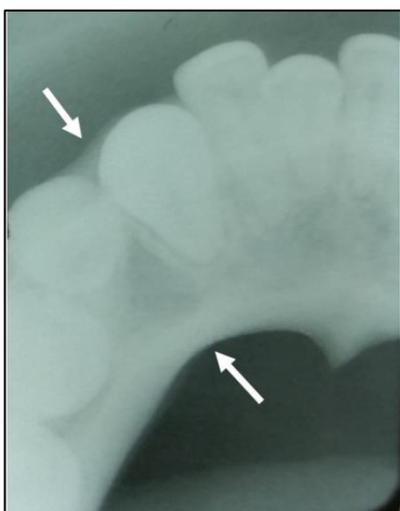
Radiografia oclusal parcial da mandíbula evidenciando ausência de expansão das corticais ósseas vestibular e lingual no sítio da lesão (vide setas).
